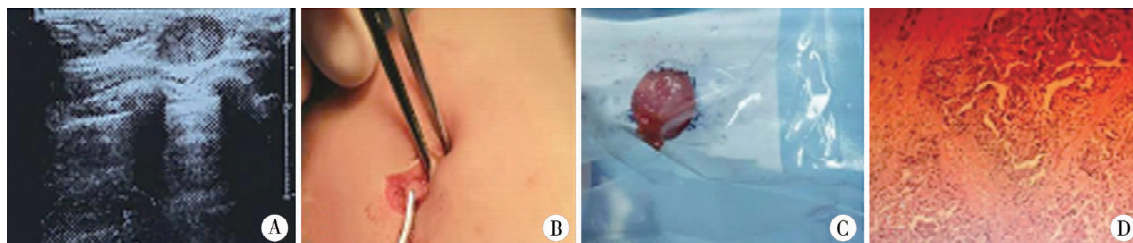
分泌性乳腺癌患儿典型照片 A:术前超声图像;B:术中保留的乳腺;C:切下的肿块;D:镜下图像,可见分泌的空泡(HE,10×40)
